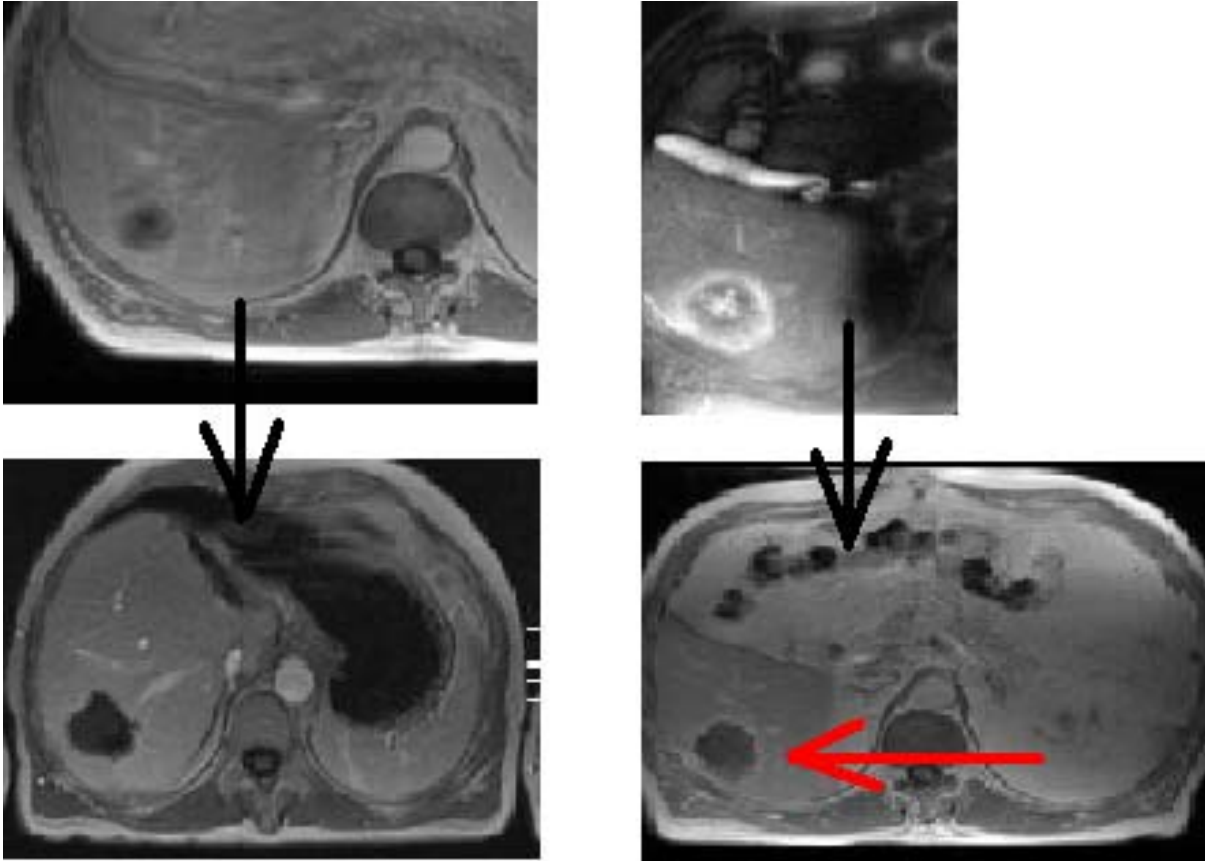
CT-morphologische Darstellung von Lebermetastasen präablationem (oben) und postablationem (unten); links zeigt sich eine komplette Ablation, rechts eine inkomplette Ablation mit Anreicherung von Kontrastmittel im Randbereich bei Restmetastasengewebe/ Rezidiv (roter Pfeil).
